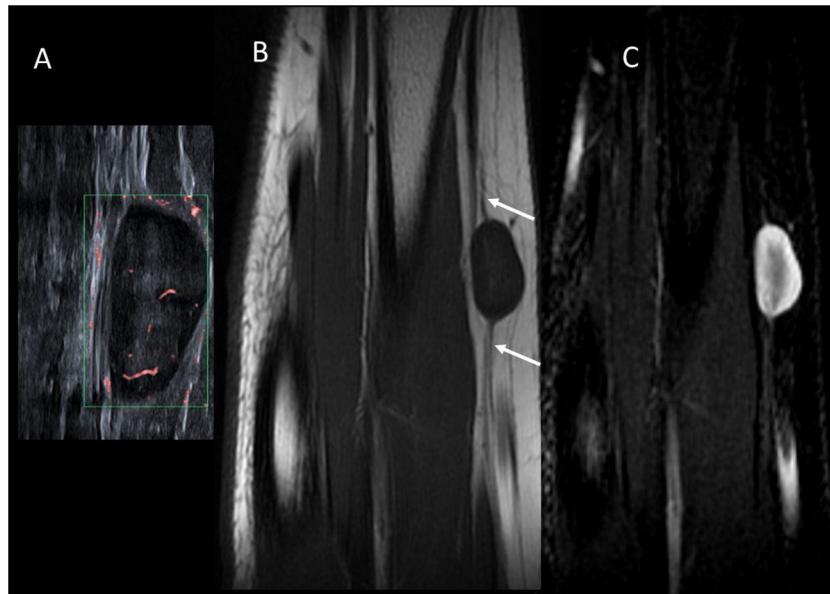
Schwannoma del nervio radial. A) Imagen de ecografía Doppler microvascular de una niña de 11 años con un nódulo palpable en la superficie externa del antebrazo. Se observa una lesión ovalada hipoeoica de bordes bien definidos con un centro ligeramente hiperecogénico, que presenta flujo interno. B) Imagen de RM potenciada en T1 en el plano coronal. Se observa crecimiento excéntrico de la lesión desde el nervio radial (flechas). C) Imagen de RM potenciada T2 con supresión de la grasa en el plano coronal. La periferia de la lesión es hiperintensa y la región central hipointensa (signo de la «diana»).
